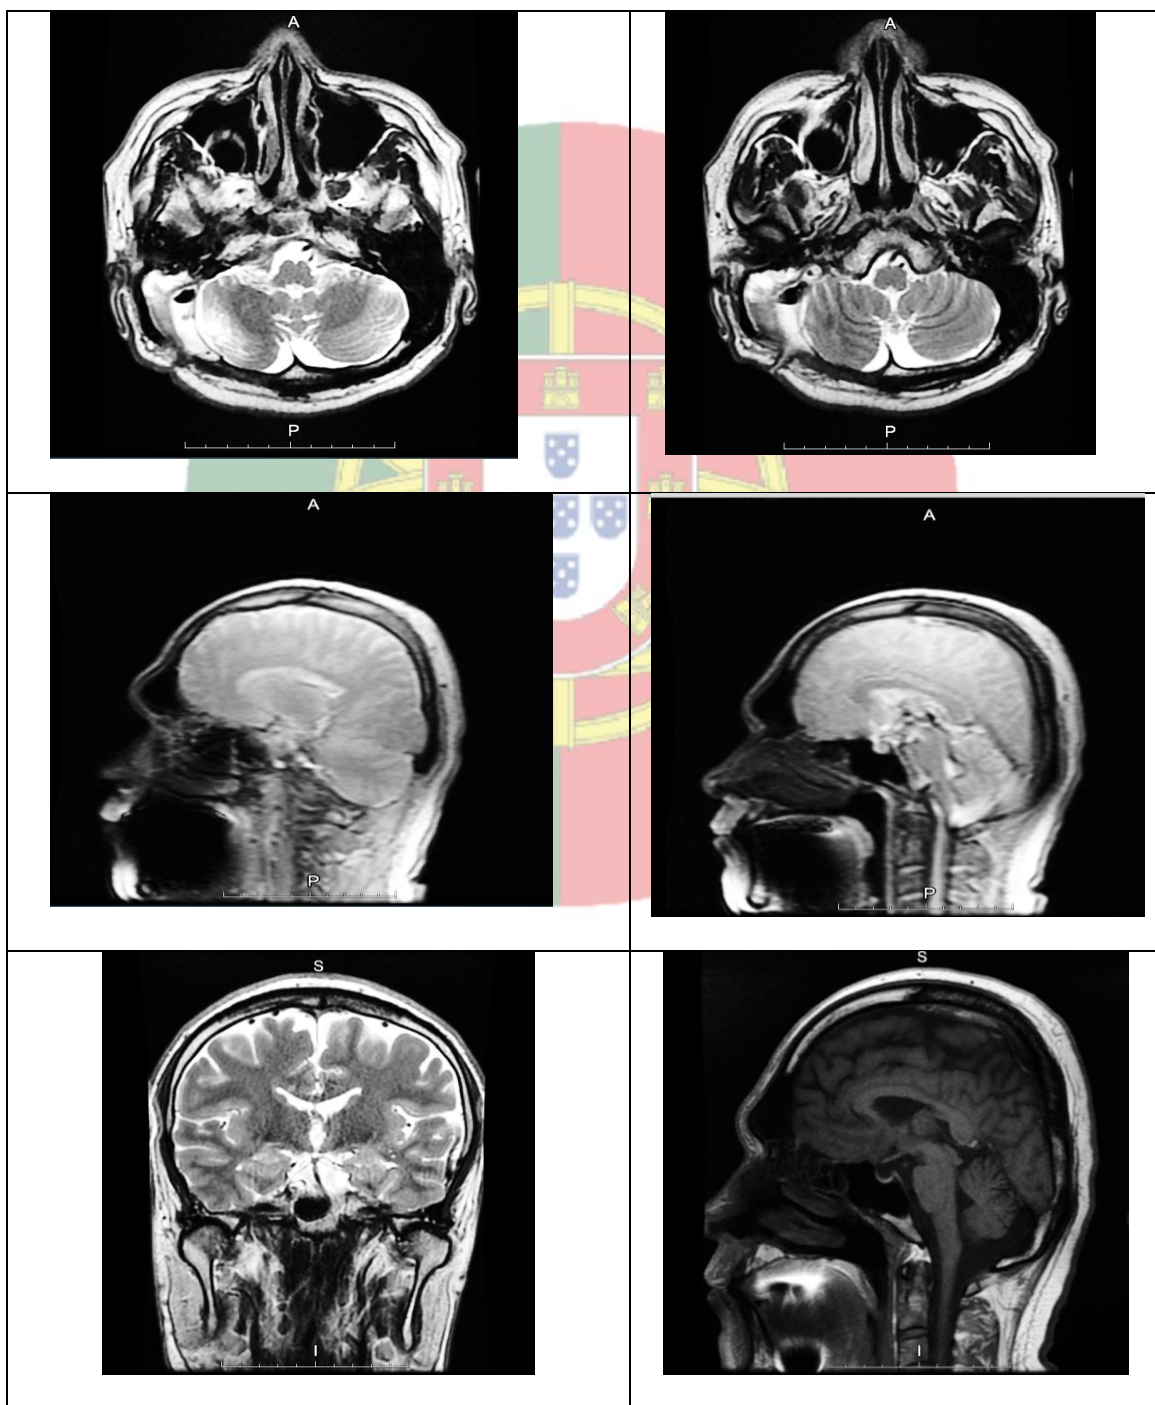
МРТ после операции. Гемисфера мозжечка восстановилась после декомпрессии, признаков дислокации не определялось.
